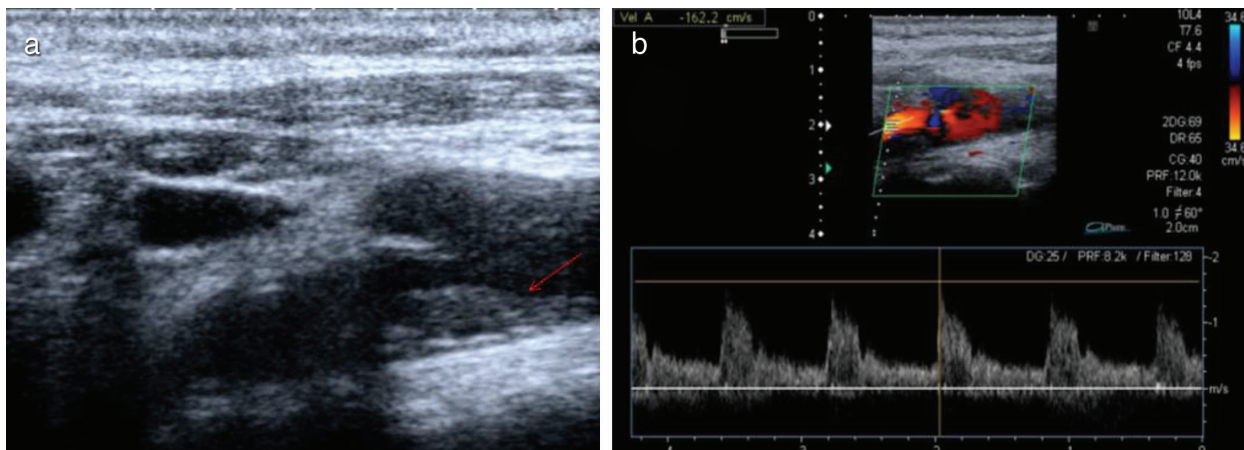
Longitudinal image shows hypoechoic soft carotid artery bulb plaque (red arrow) (a) Spectral Doppler shows ICA stenosis of 50% to 69% diameter with a peak systolic velocity of 162 cm/s (b)
